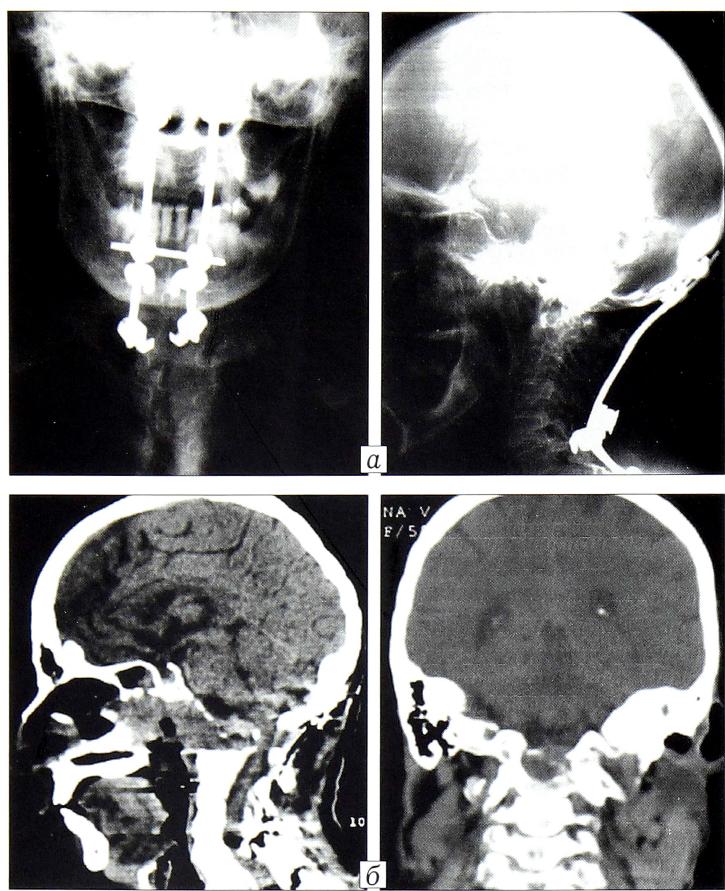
Та же пациентка. Рентгенограммы (а) и данные КТ (б) после операции.
